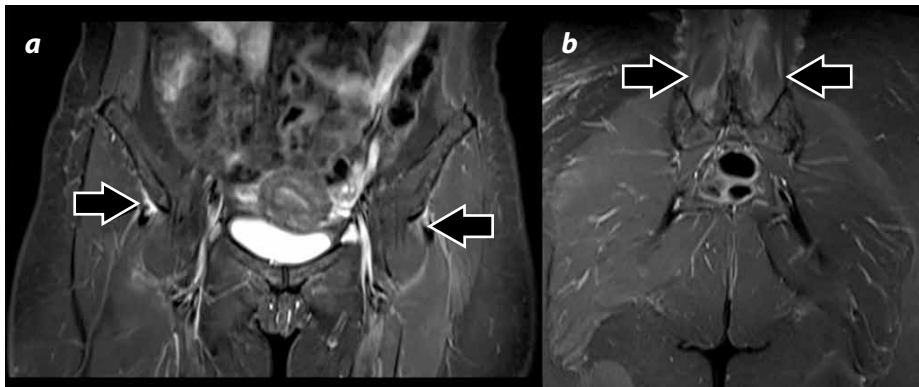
RM a) Coronal STIR. Cambios por tendinitis en rectos femorales anteriores en su inserción. b) Coronal STIR. Cambios por miositis en músculos paravertebrales.
